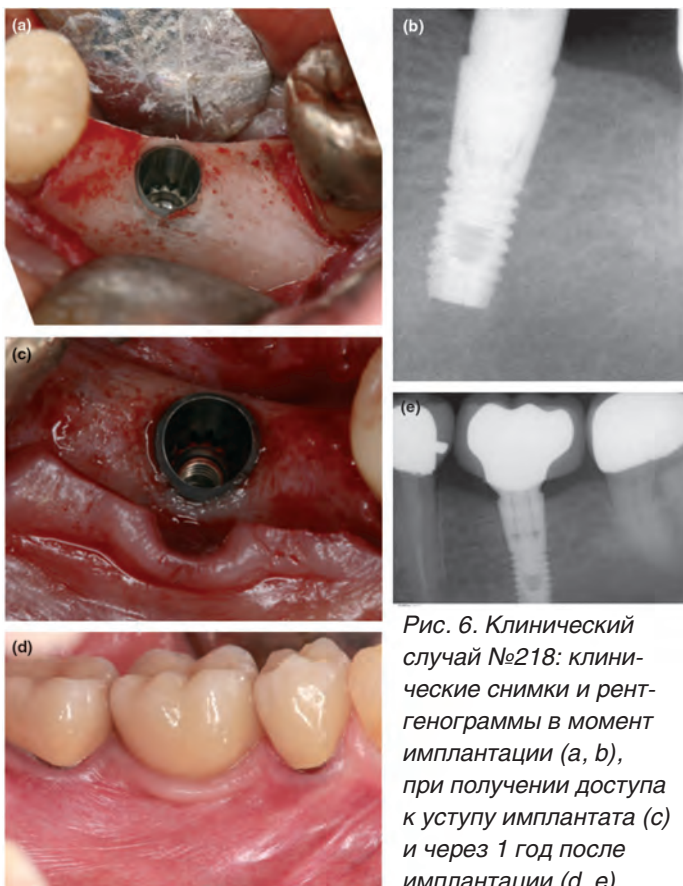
Клинический случай №218: клинические снимки и рентгенограммы в момент имплантации (а, б), при получении доступа к уступу имплантата (с) и через 1 год после имплантации (д, е)
